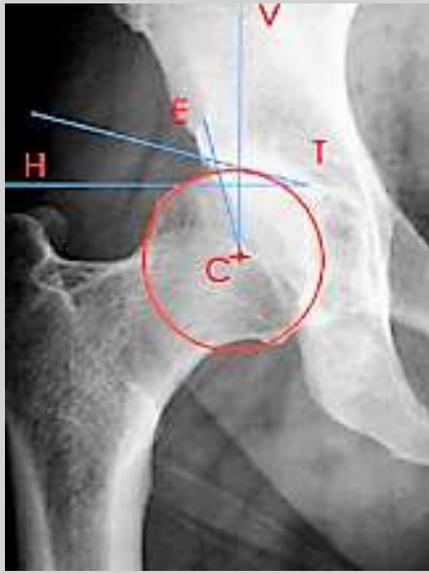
Radiographie de hanche de face, $VCE = \text{angle de couverture externe}$, $HTE = \text{angle d'obliquité du toit}^{66}$.
